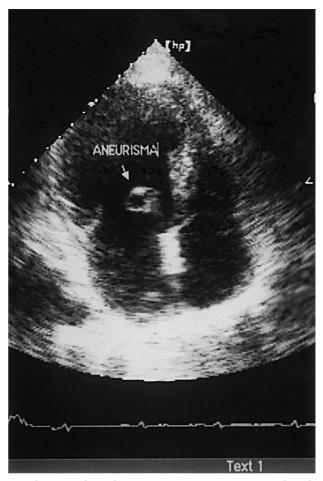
Ecocardiografía transtorácica. Proyección apical en la que se observa un aneurisma en la valva anterior de la válvula mitral.
